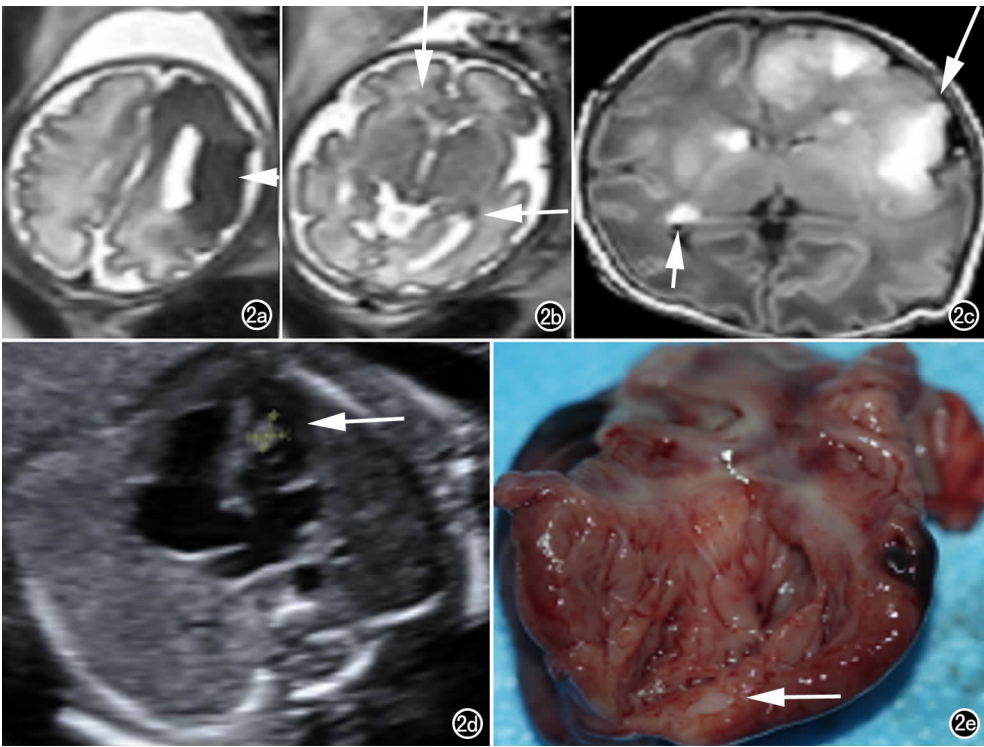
孕 24 周, 胎儿 TSC 伴心脏横纹肌瘤。a) HASTE 序列横轴面示胎儿左侧额颞叶大片低信号, 为错构瘤样病变(箭); b) 伴发双侧脑室旁多发室管膜下结节(箭); c) 引产后标本 T₁WI 室管膜下多发小结节(箭)及左侧额颞叶大片错构瘤(长箭), 两种病变均为高信号; d) 产前超声示胎儿心脏横纹肌瘤(箭); e) 尸检解剖证实左心室乳白色心脏横纹肌瘤(箭)。
